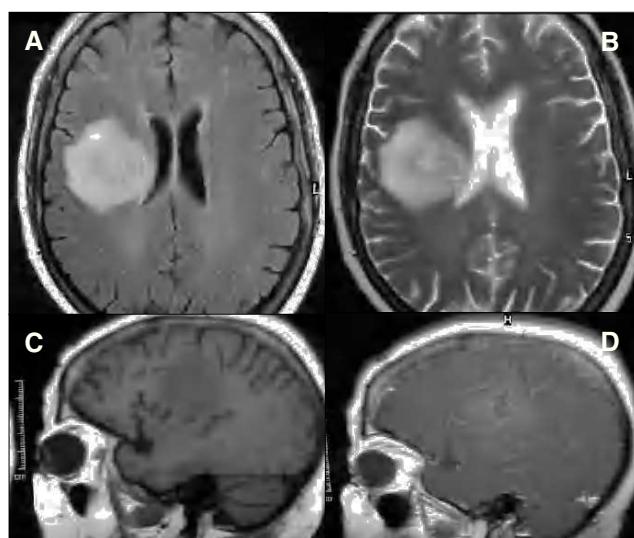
RM. La lesión se muestra hiperintensa en FLAIR y T2 (A y B, respectivamente), hipointensa en T1 (C) con captación irregular de contraste, delimitando una zona central hipointensa, sugerente de necrosis (D).
